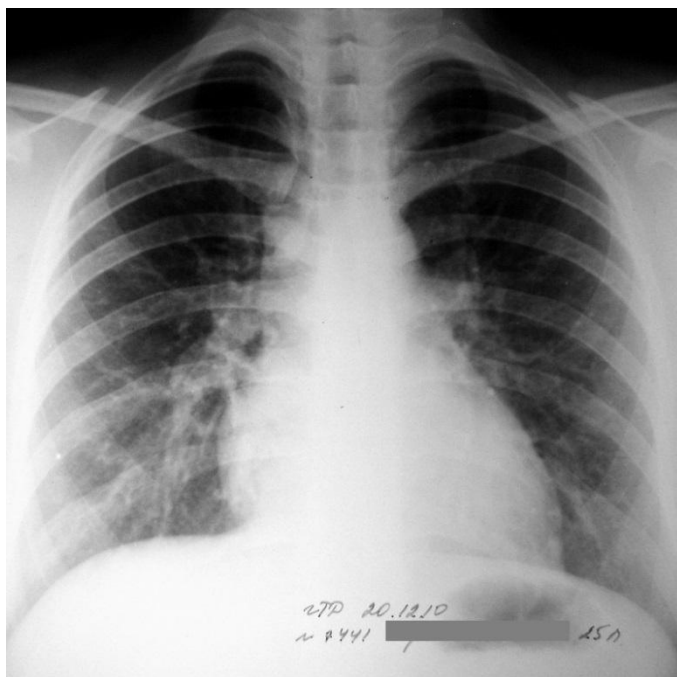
Обзорная рентгенограмма больной С. через 1 год и 8 мес. (CV- БК-).
